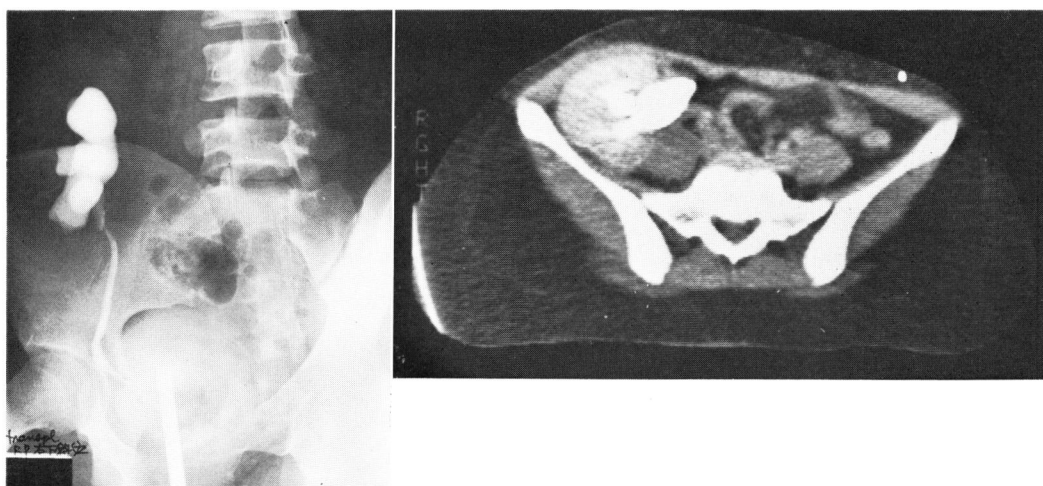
症例 2 (移植尿管狭窄例) 左: RP, 右: CT
